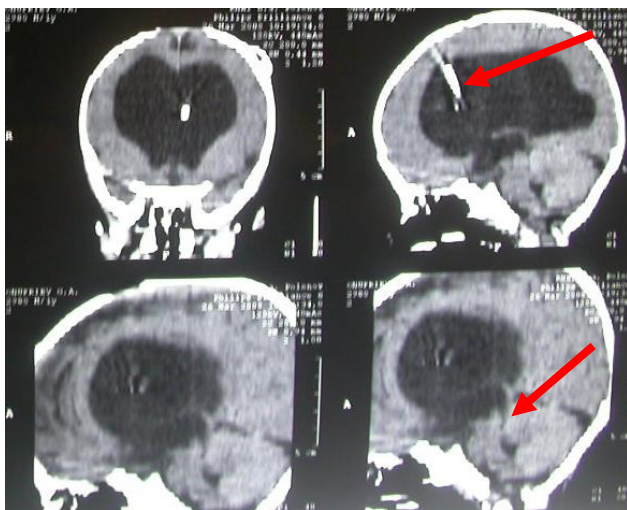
СКТ головного мозга до операции. Венстрикулосубгалеальный дренаж (указан стрелкой) не обеспечивает контроль над гидроцефалией, дно III желудочка деформировано, водопровод мозга не визуализируется (указано стрелкой)
